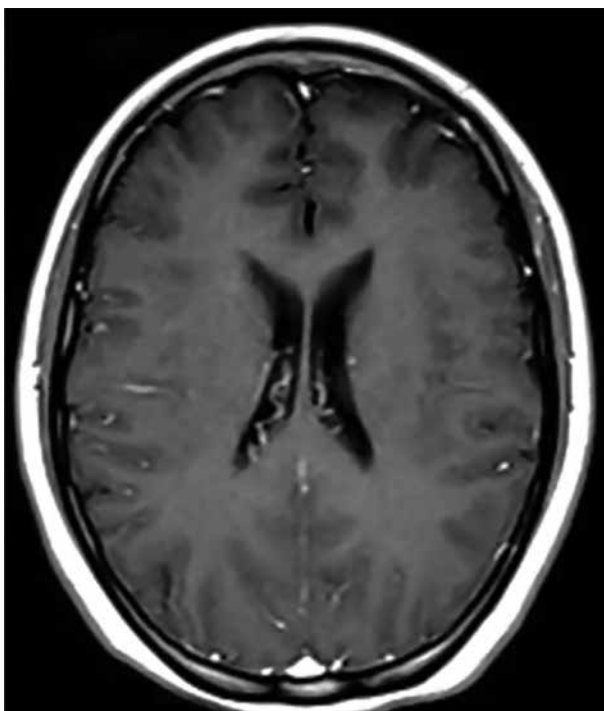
Tomografía de cerebro, sin alteraciones agudas.
